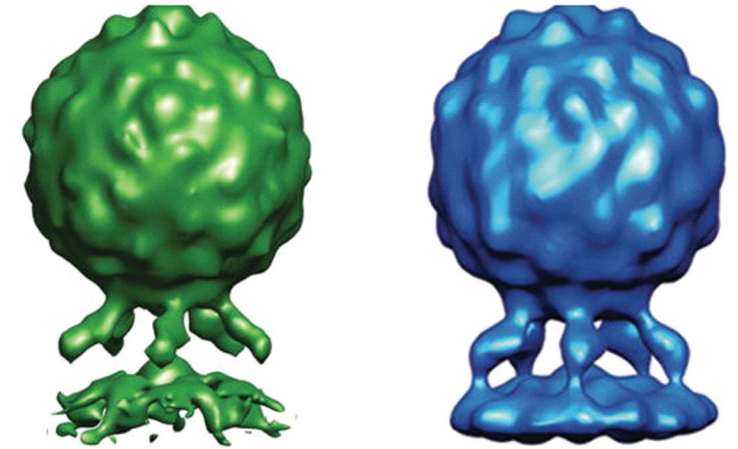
Кріоелектронна томографія поліовірус-рецептор ліпосомального комплексу [248, 254]
